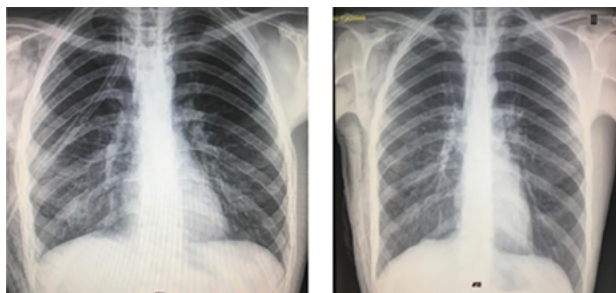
Radiografia de tórax: no 4º dia de evolução (à esquerda); evidenciando retirada do dreno de tórax em selo d'água posicionado no espaço pleural corroborando para alta hospitalar (à direita).
